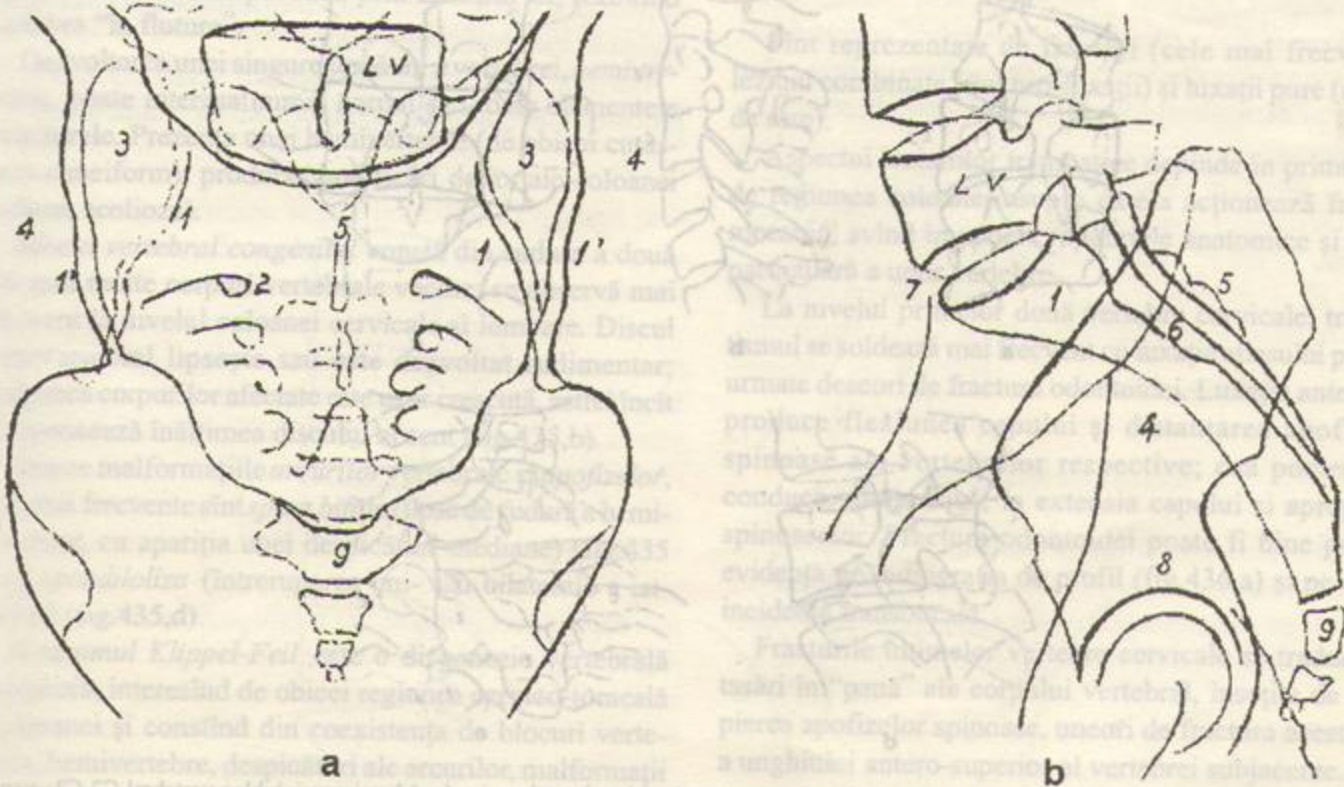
Imaginea radiologică a regiunii sacro-coccigiene pe radiografia de față (a) și de profil (b). 1. articulația sacro-iliacă; 2. găuri sacrate; 3. aripi sacrale; 4. aripi iliace; 5. creasta sacrală; 6. canal sacral; 7. promontoriu; 8. articulația coxofemurală; 9. coccis.
